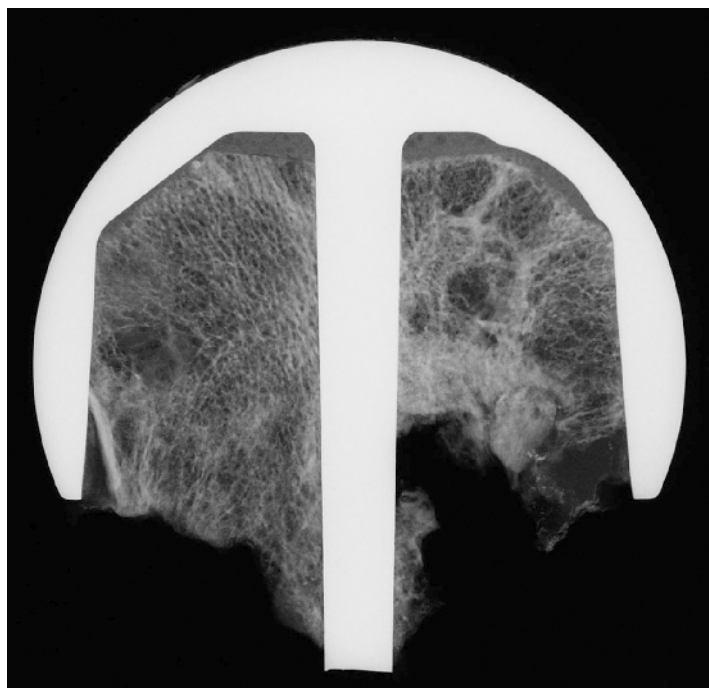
Kontaktradiographie 29/37
